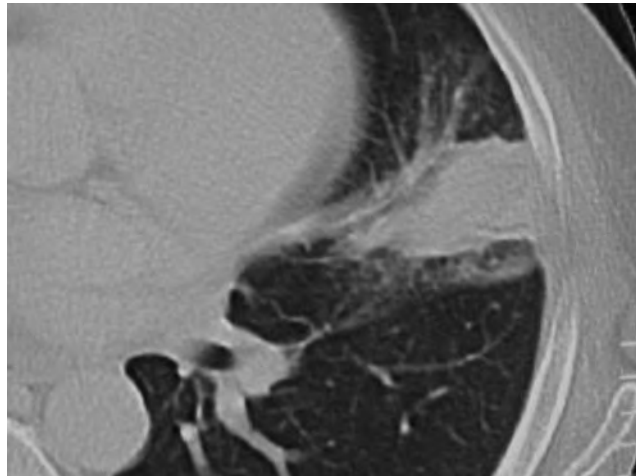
Tomografia computadorizada de tórax de uma paciente com pneumonia em organização manifestando-se como múltiplas consolidações.
